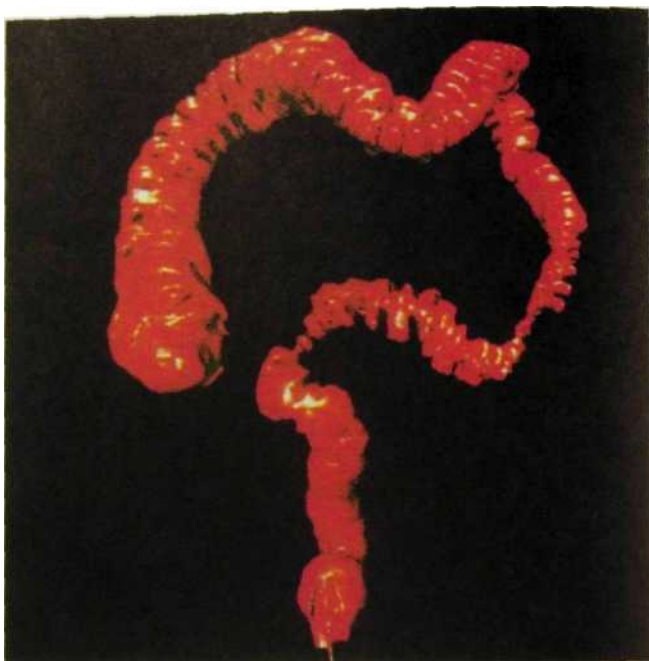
118. Виртуальная эндоскопия на спиральном компьютерном томографе. Спастические сокращения нисходящей и сигмовидной кишки при колите.
